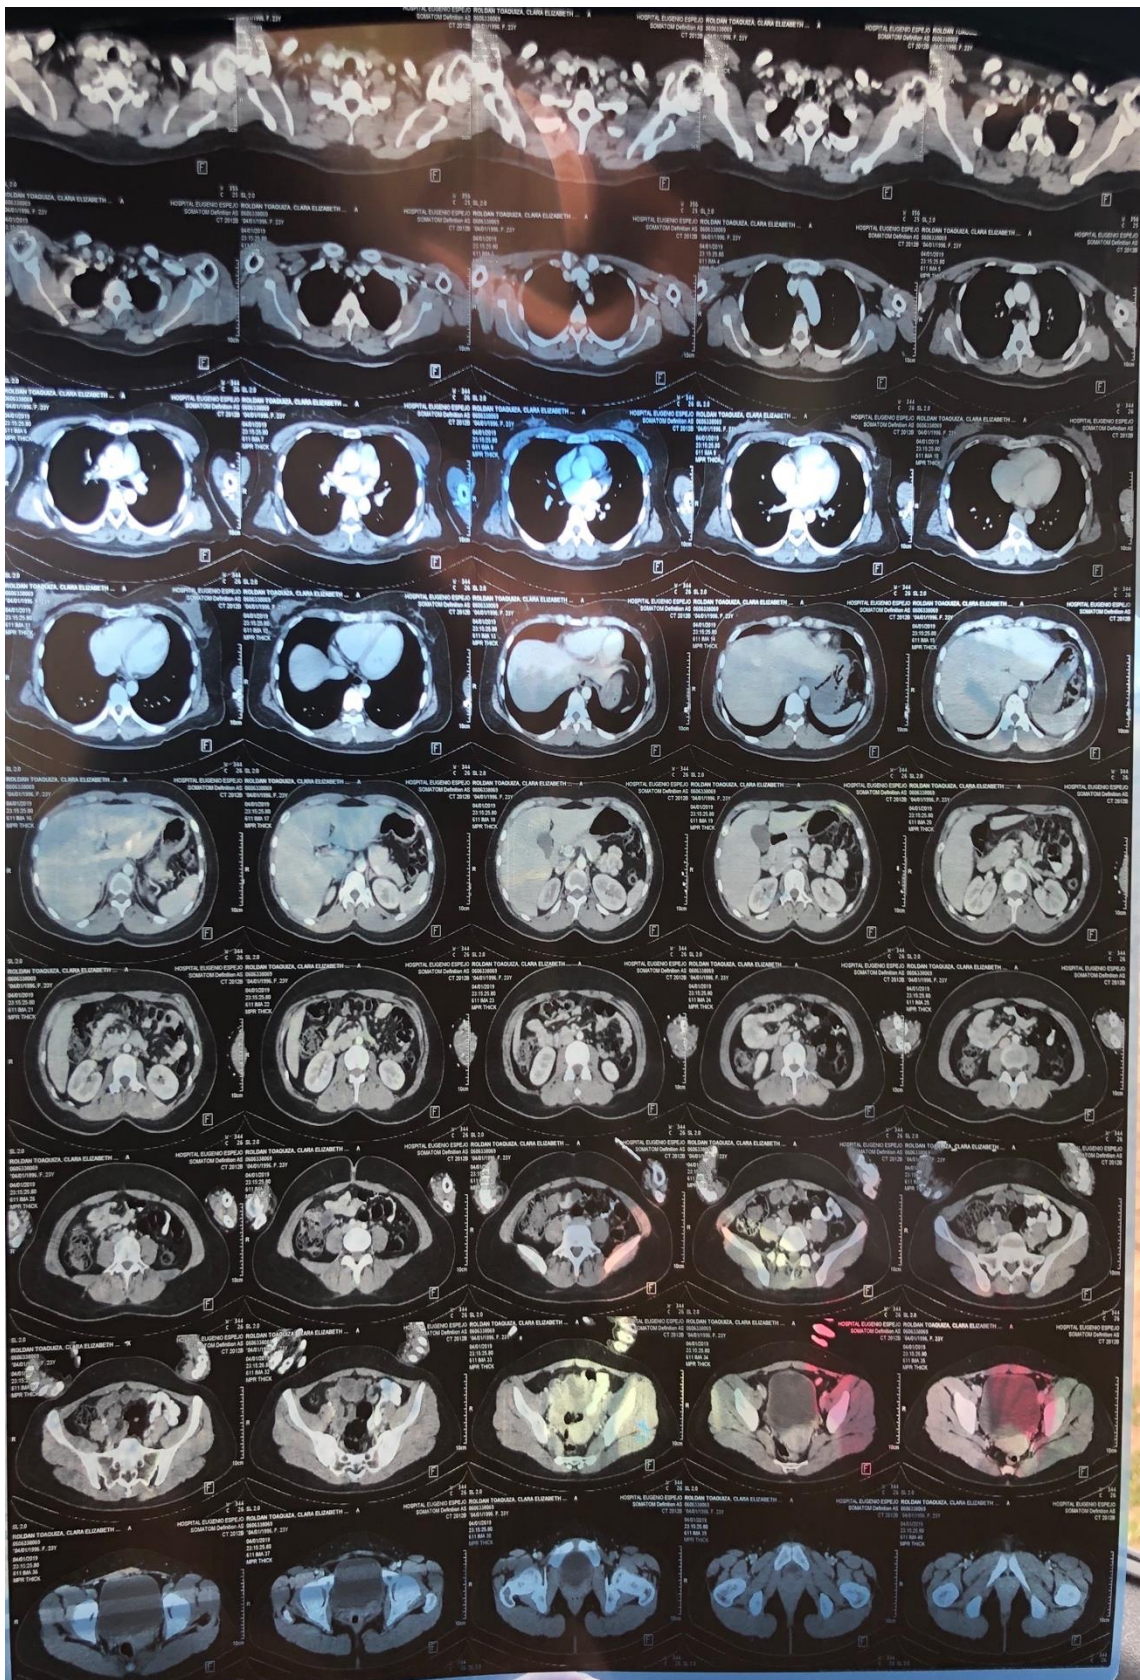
TAC contrastada de abdomen y pelvis.
